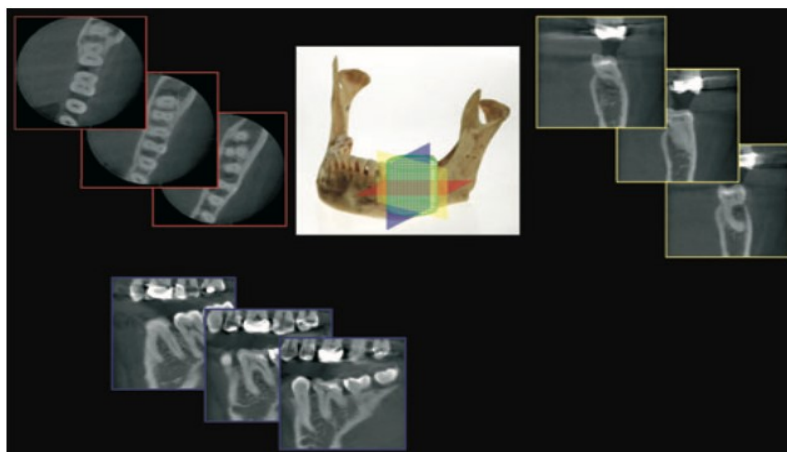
Cortes seccionais do CBCT em diferentes perspectivas.
